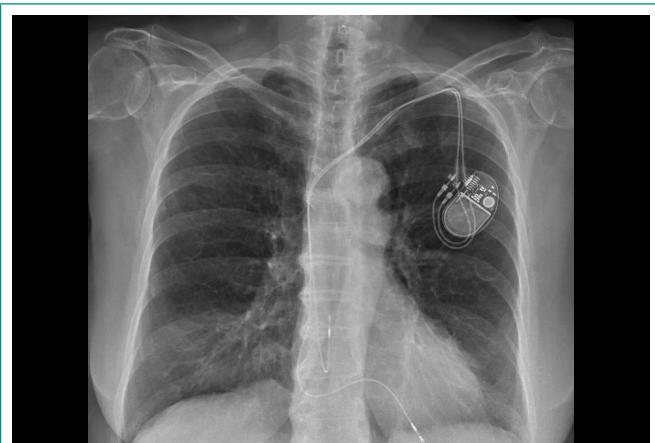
Radiografía de tórax realizada 6 meses después de iniciar el tratamiento donde se evidencia una resolución de los infiltrados.
